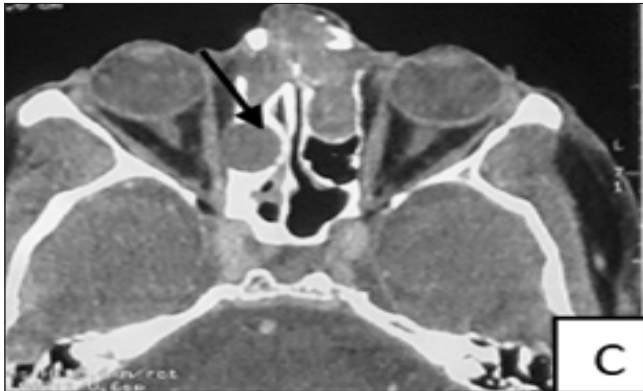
TDM après la deuxième récurrence en coupes coronales (A et B) et axiale (C): récurrence tumorale au niveau du maxillaire droit (A), des sinus frontaux (B) et ethmoïdaux (C).
